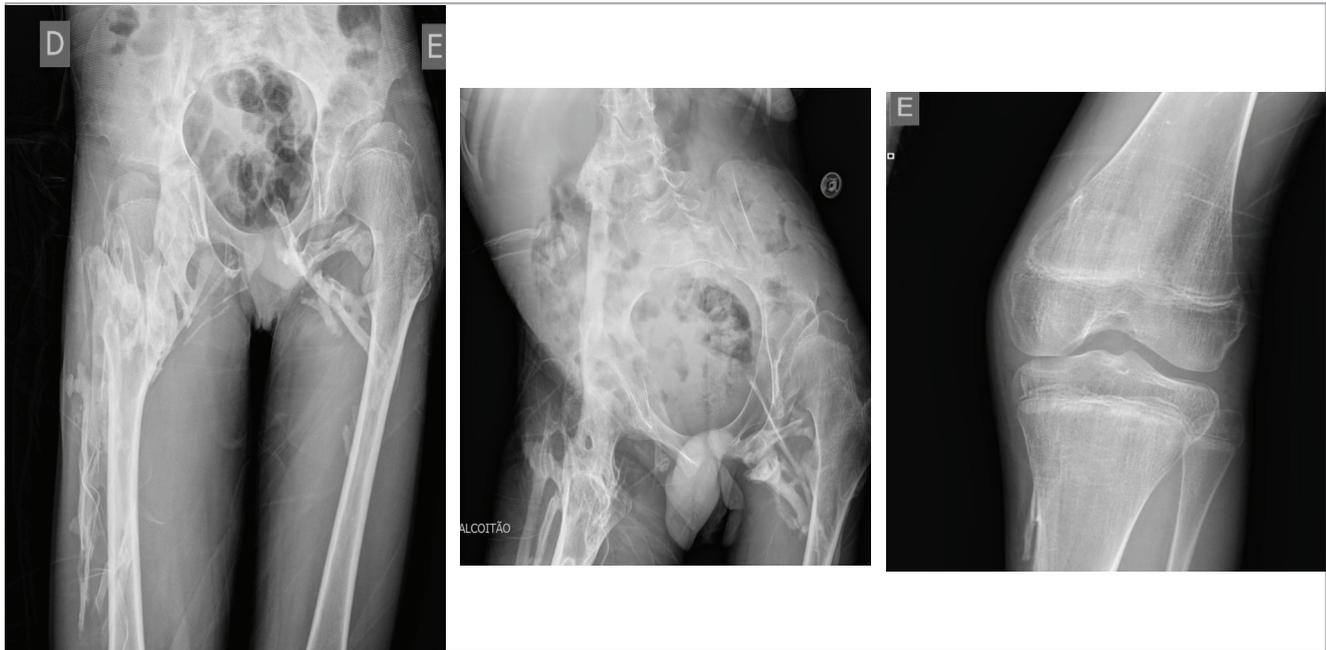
Radiografia da bacia (duas imagens à esquerda) e joelho esquerdo (direita) com notórias ossificações heterotópicas.
